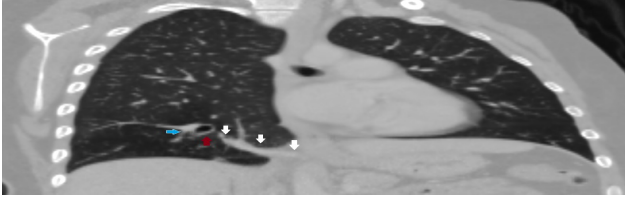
Aksiyel kontrastlı toraks BT kesitinde (maksimum intensite projeksiyon tekniği kullanılarak) sağ akciğer alt lob posterobazal ve mediobazal segmentlerinde hava hapsi (yıldızlar), normal trakeobronşial sistemle bağlantısı bulunmayan bronşektazi (kırmızı ok) ve venöz drenajı sağlayan ven (beyaz ok) görülmüştür.
